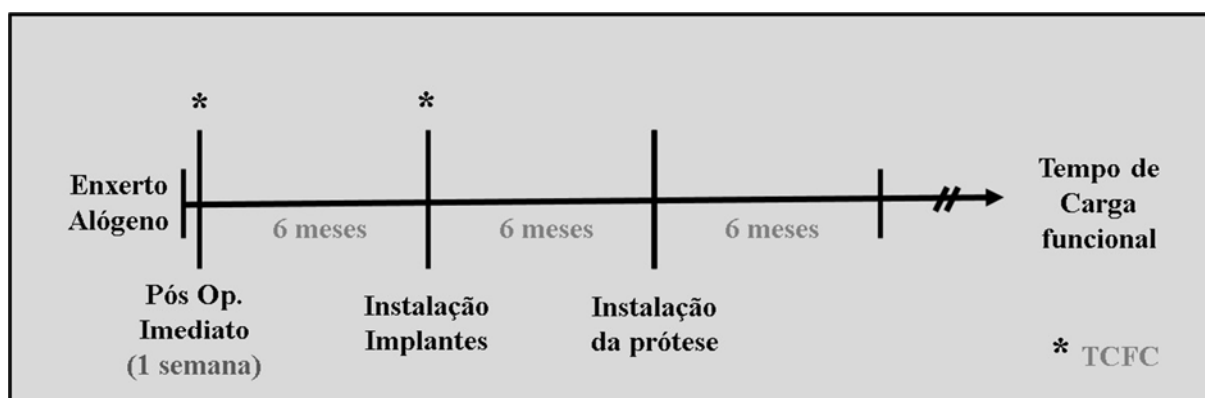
Cronologia de execução das etapas do experimento. Tempos com asterisco (*) indicam realização de tomografia computadorizada de feixe cônico (TCFC). O tempo mínimo de carga funcional nas próteses foi de 6 meses.
